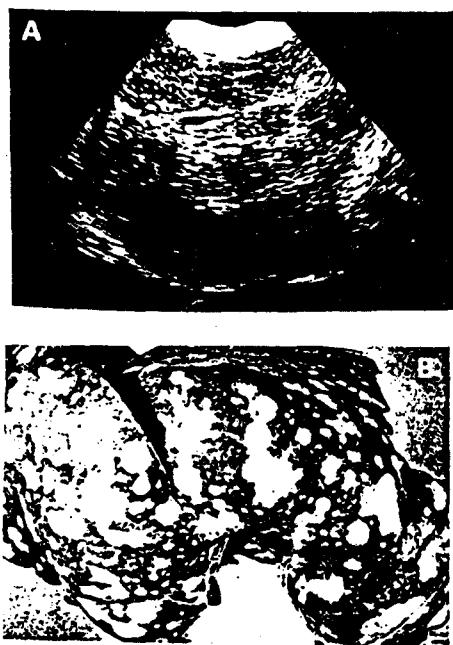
(a) 간장실질에 퍼져있는 다수의 저에코 병소를 나타내는 전이성 선암종이 있는 개에서의 간장의 초음파상. (b) 부검시의 간장.
